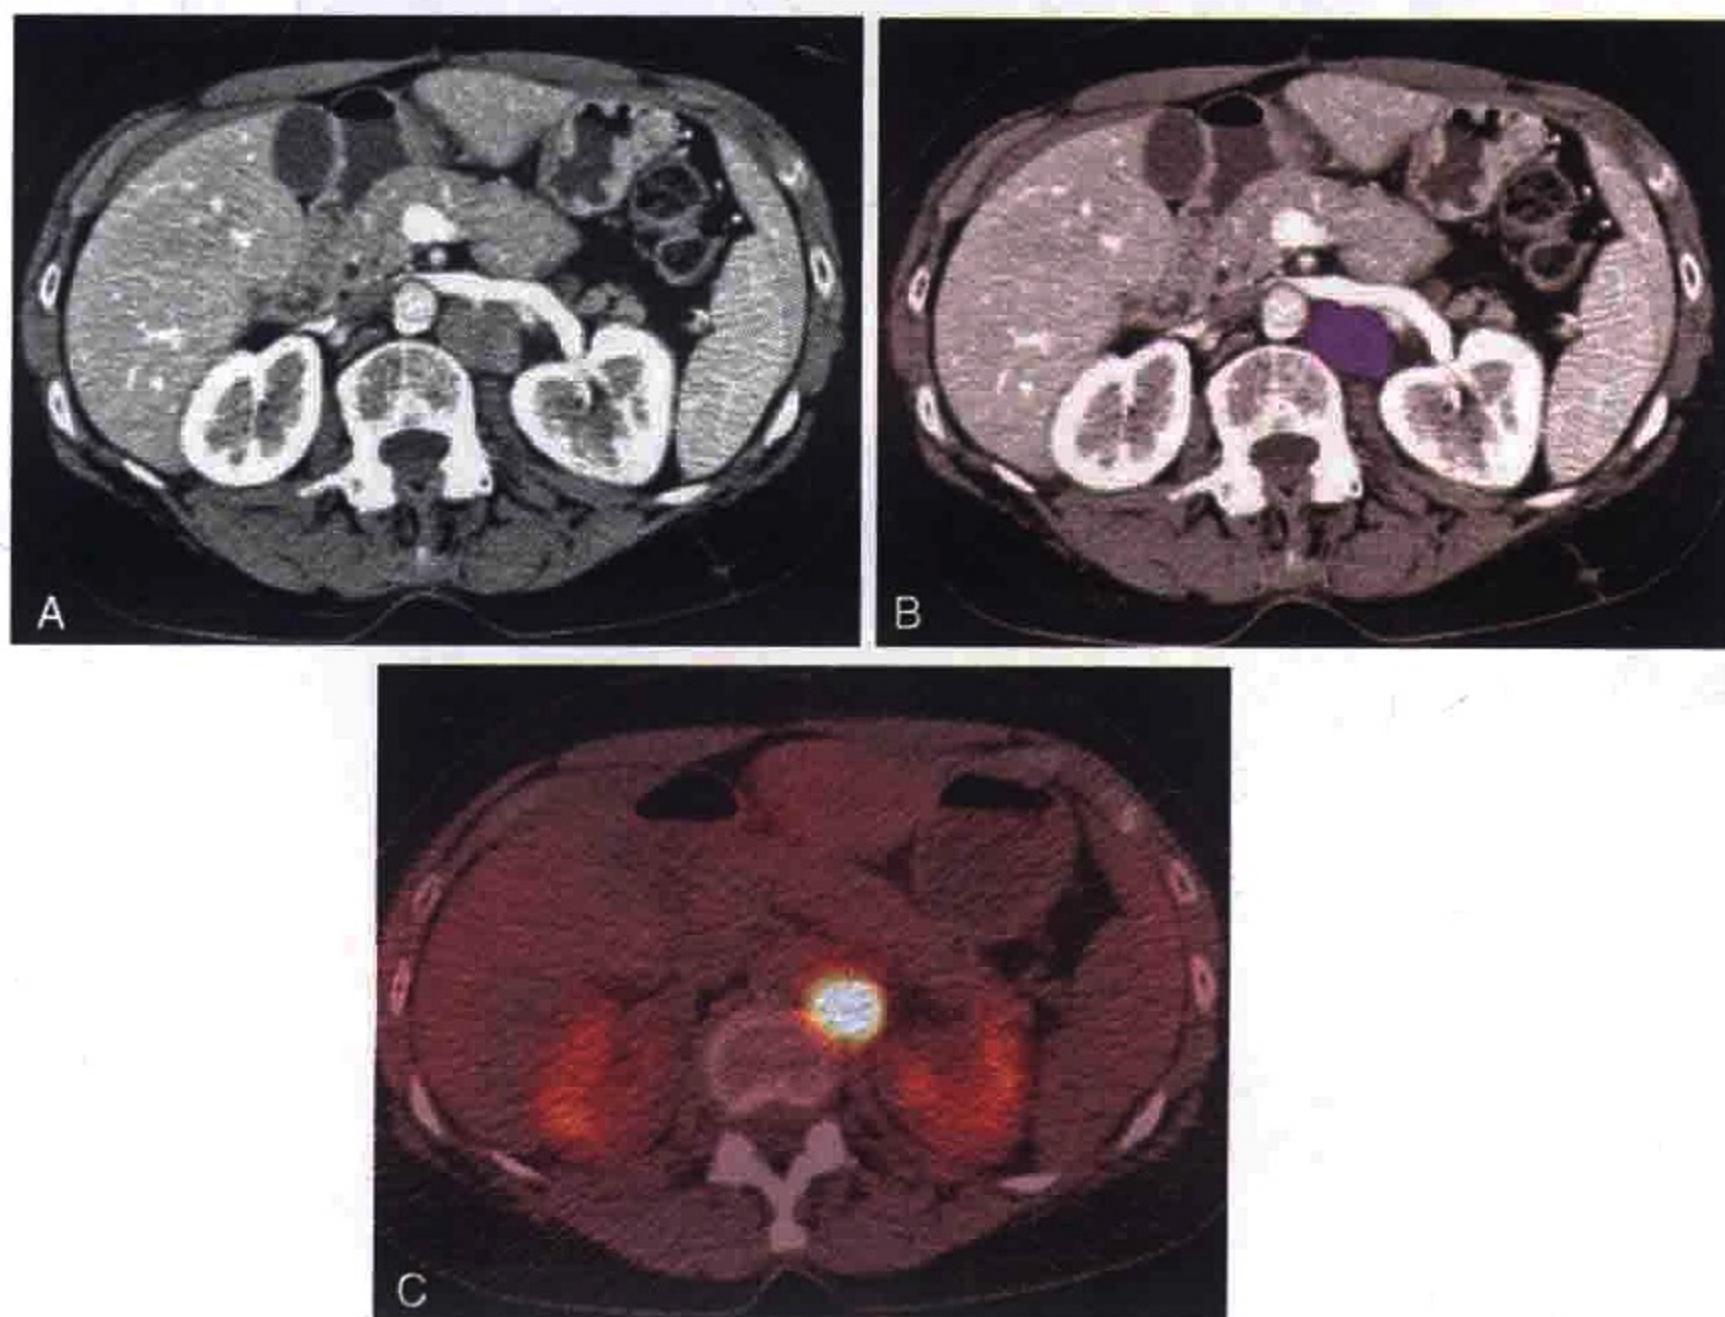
卵巢癌患者的横轴位 CT 图像和 PET/CT 融合像显示腹主动脉左旁淋巴结转移 FDG 代谢旺盛 (紫色)
